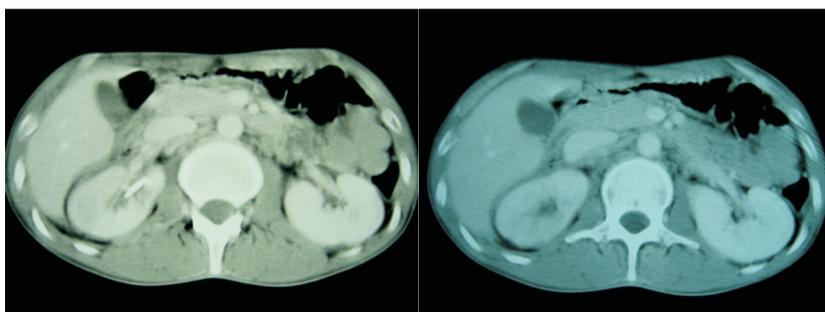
Tomografia mostrando estado atual do rim direito
